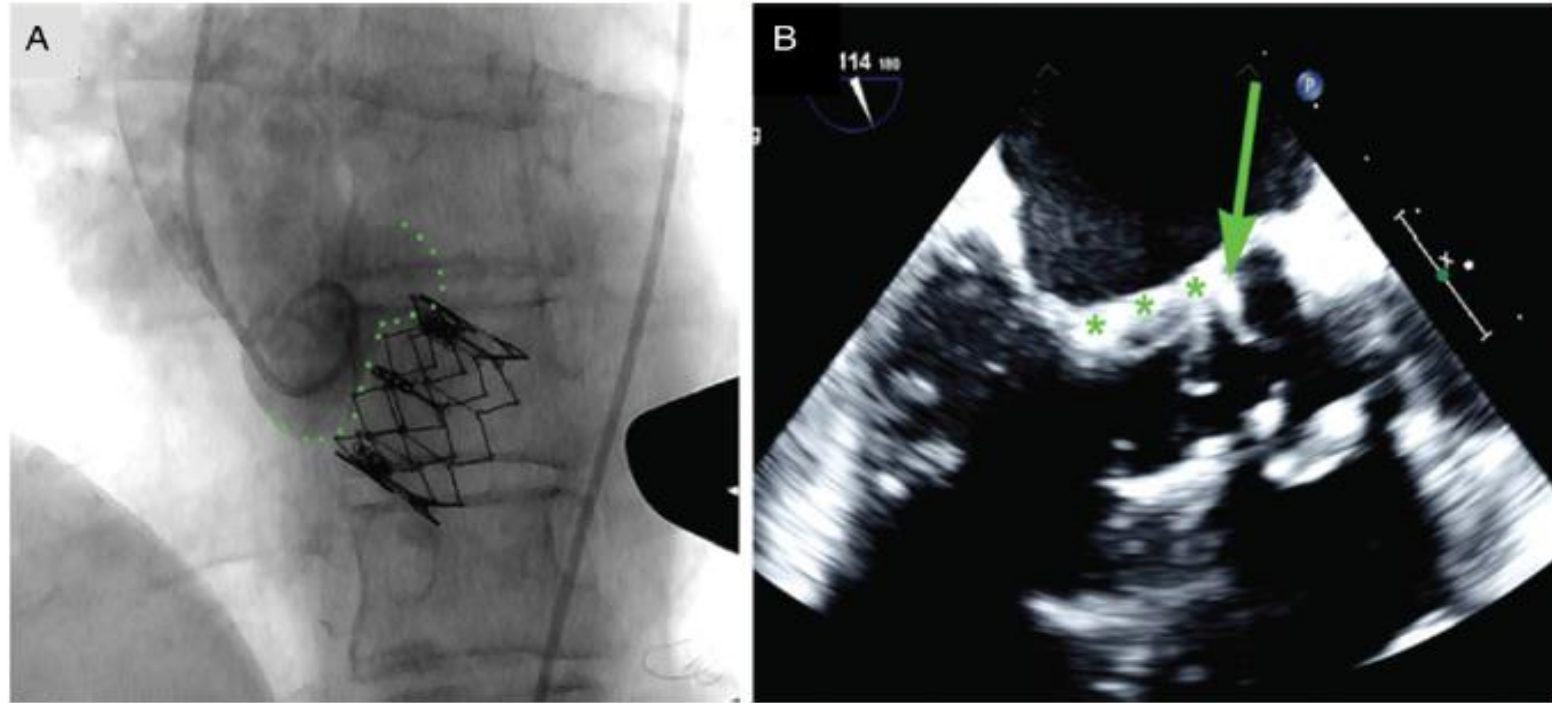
Late transcatheter heart valve embolization. (A and B) Fluoroscopic and echocardiographic images of late embolization of an Edwards SAPIEN valve into the left ventricular outflow tract. Green arrow showing the hinge point of the native valve leaflets. Reprinted with permission from Lauten et al.⁶¹
